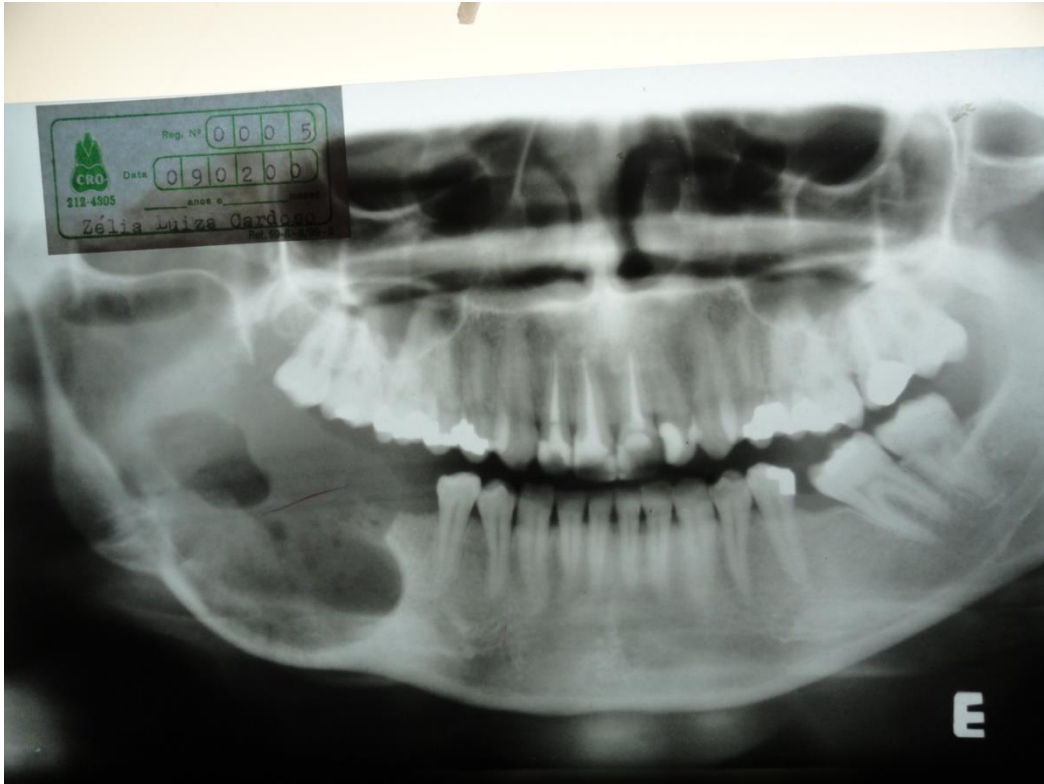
Radiografia pós operatória. Radiografia do dia 09-02-2000
